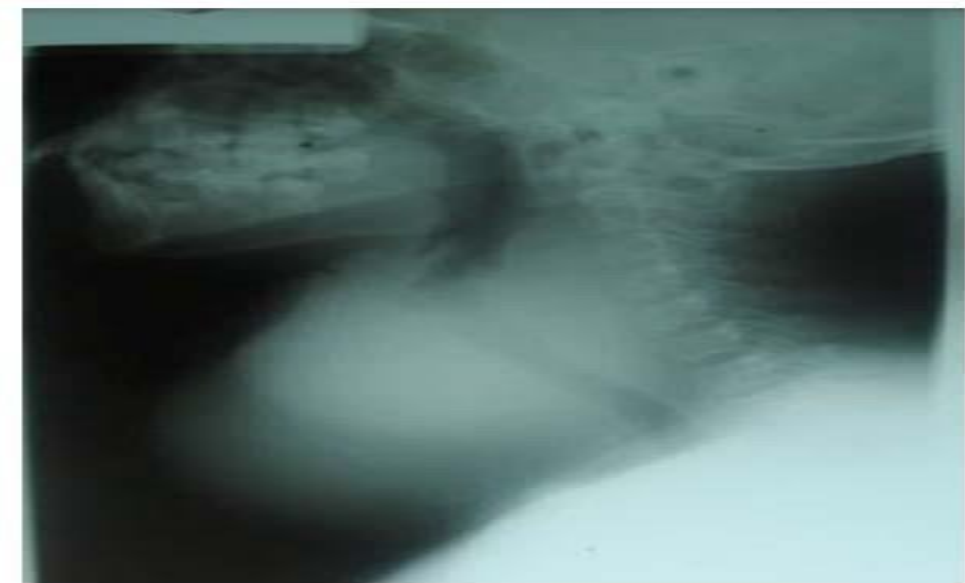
Radiographie du cou de Profil
